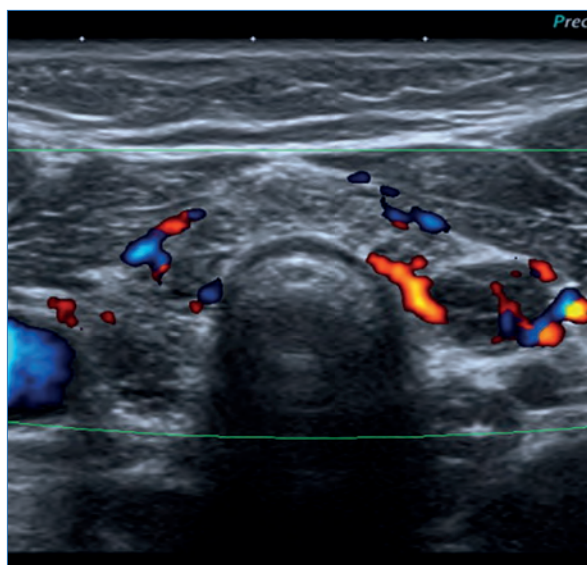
Corte transversal de ecografía de tiroides.
